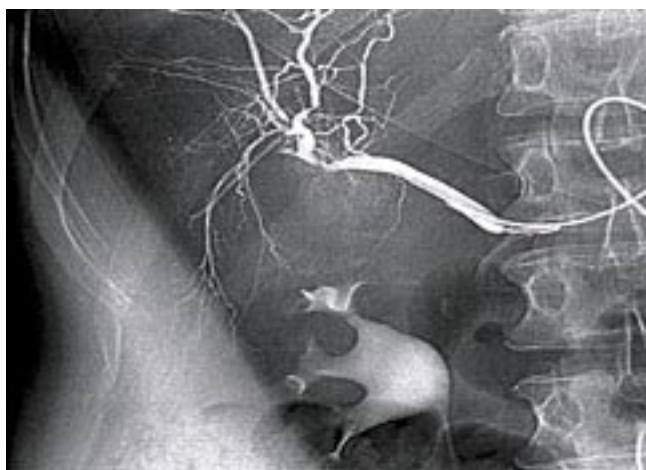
Регионарная инфузионная терапия. Введение мафусола в собственную печеночную артерию
